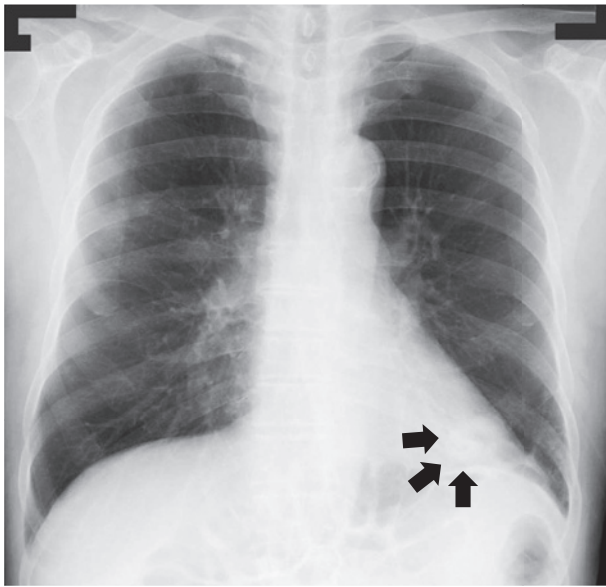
A chest radiograph on admission shows a tumor shadow in the left lower field (arrows).
